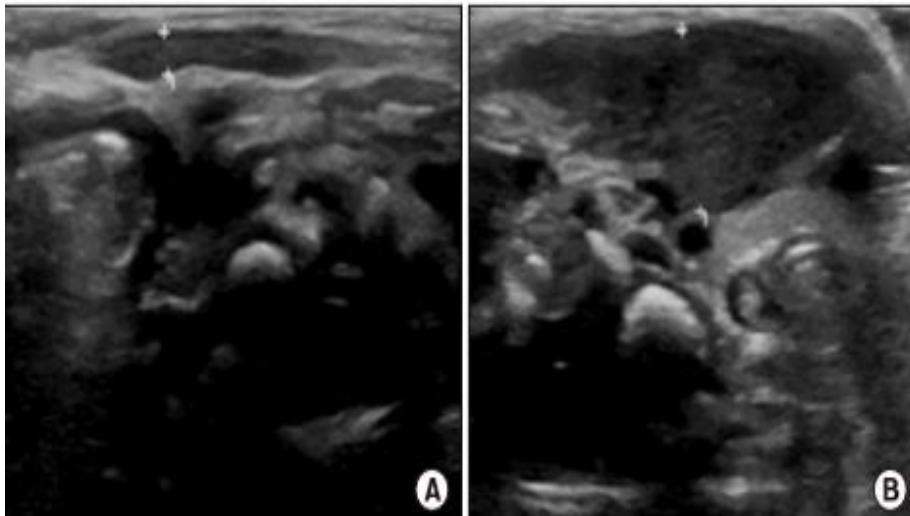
Engrosamiento del musculo ECOM, visto a través de ecografía, imagen B; imagen A ECOM normal (28).
